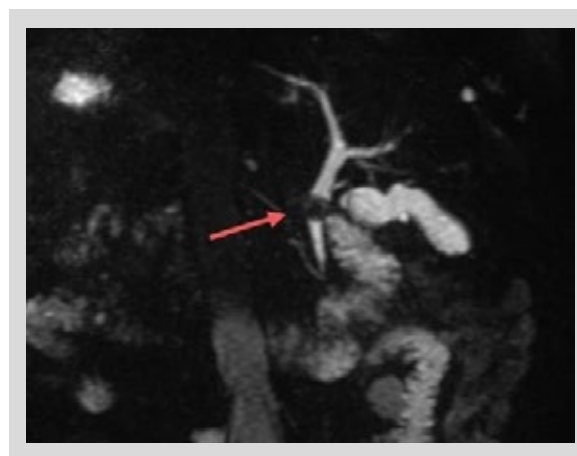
Colangiografía resonancia. La flecha roja indica la presencia de 1 cálculo a nivel del tercio medio del colédoco.
